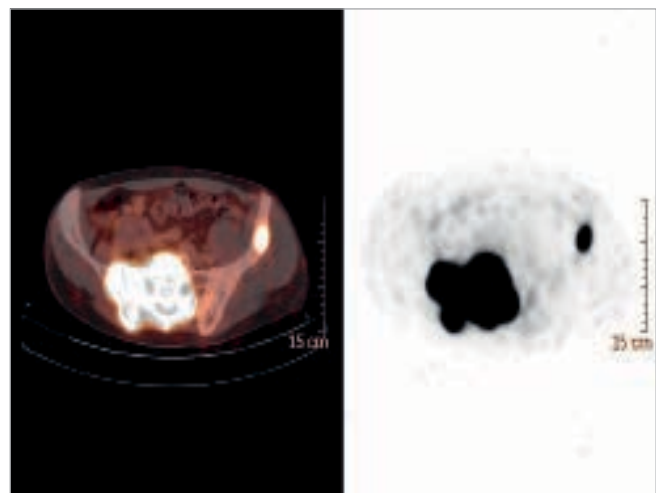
Patient mit zwei ossären Metastasen im PSMA-PET-CT im kleinen Becken und bekanntem Prostatakarzinom, axiale Darstellung
